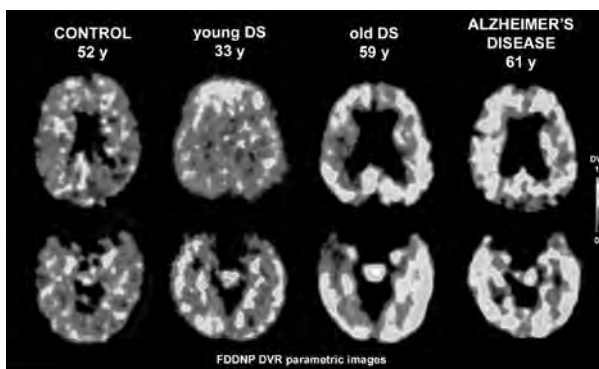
Estudio por medio de tomografía por emisión de positrones para investigación de enfermedades relacionadas con Alzheimer. Recuperado de: <https://www.alzheimeruniversal.eu/2015/10/15/diagnostico-alzheimer-recomendaciones-para-el-uso-del-estudio-pet-cerebral/>.
